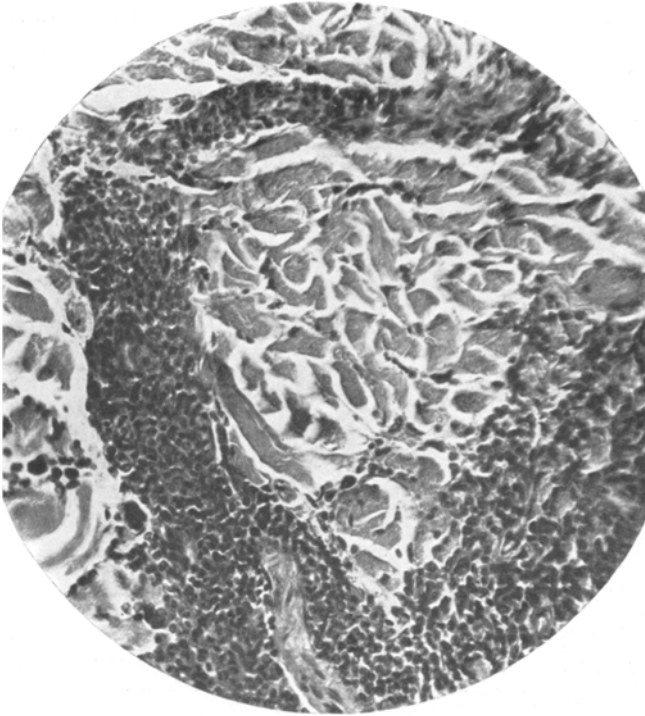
Zeiss Obj. 4 mm Apochromat. Okul. 4. Hautbindegewebe zwischen leukämischen Zellen vor der Röntgenbestrahlung.
